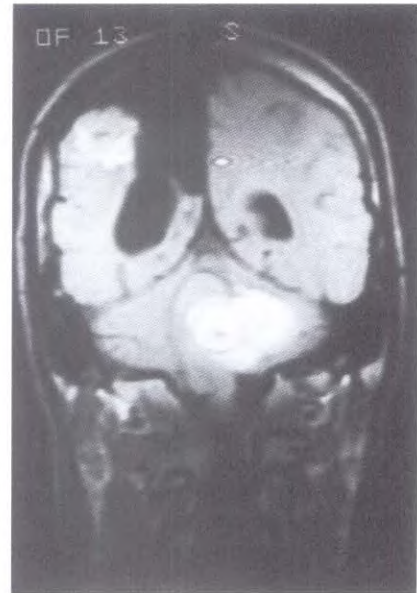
RM en proyección coronal que muestra un cavernoma voluminoso que ha sangrado en tronco cerebral y un pequeño cavernoma en hemisferio cerebral derecho, en zona adyacente al hueco dejado por la extirpación dos años antes de otro cavernoma que también había sangrado.
